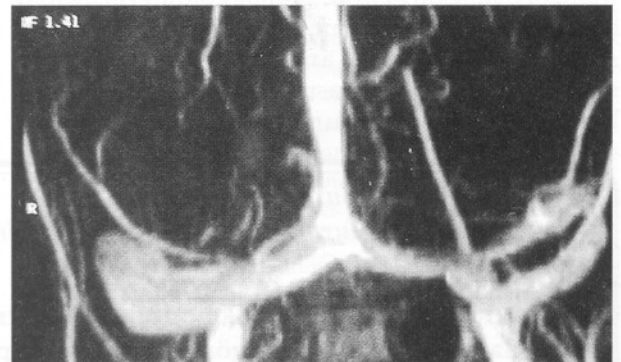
a-b: Kranial BT'si normal bulunan olgunun, lomber ponksiyonda kanama ve meningeal iritasyon bulguları saptanması üzerine yapılan serebral DSA incelemesinde sol transvers sinüs distali ve sigmoid sinüste oklüzyon mevcuttur
